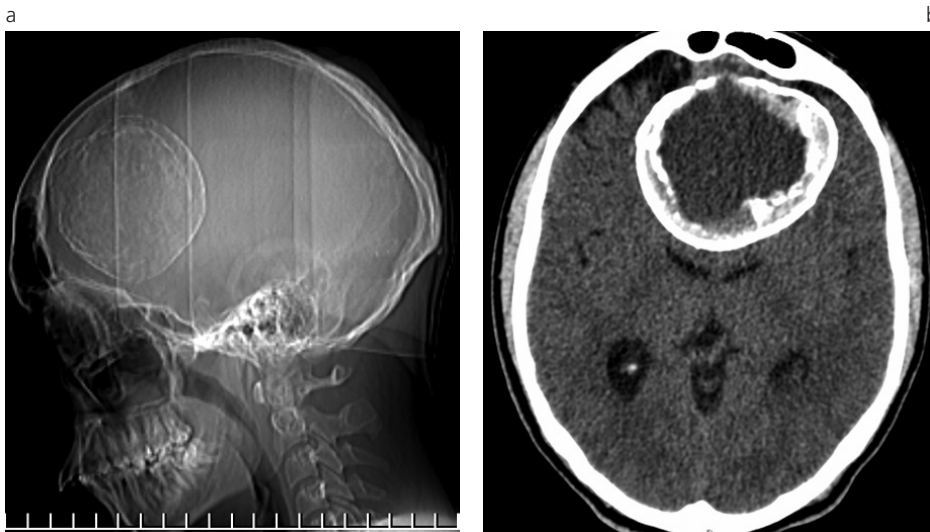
(a) Tumor rabdoide. TC scout view lateral. Calcificación anular frontal. (b) Tumor rabdoide. TC axial. Lesión redondeada con centro homogéneo y calcificación periférica completa.
